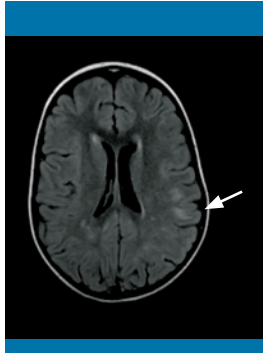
Resonancia magnética cerebral en proyección axial, secuencia FLAIR: hiperintensidad de la señal en secuencias de TR largo en la sustancia blanca subcortical y periventricular
